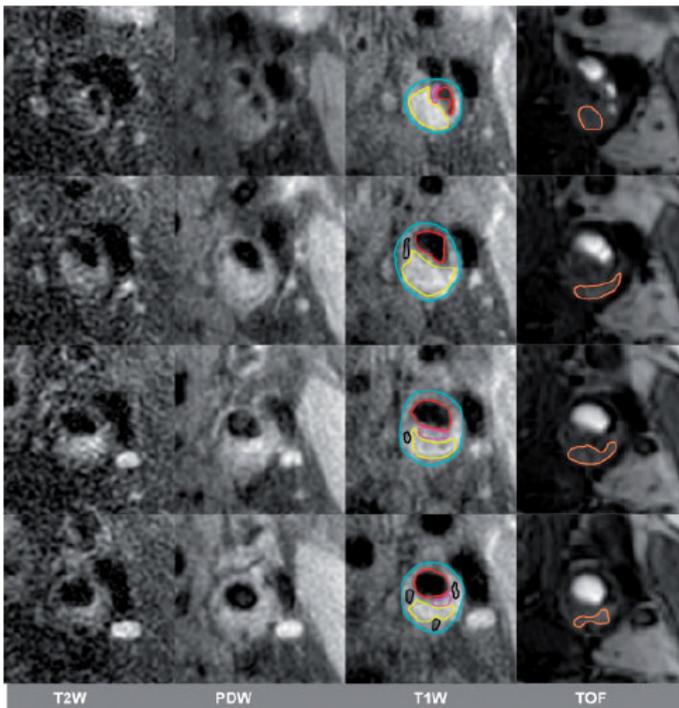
Plaque der Arteria carotis im MRT, dargestellt in unterschiedlichen MR-Gewichtungen [57]
